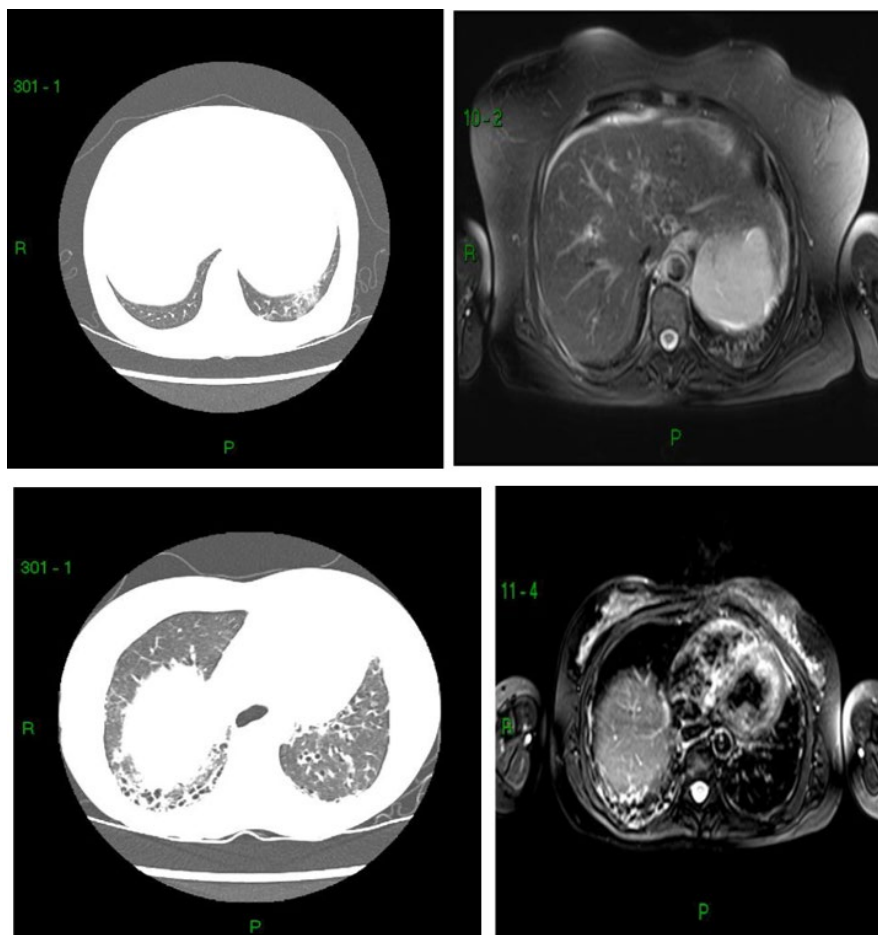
TCAR I; Fig. 4 RM pulmonar I; Fig. 5 TCAR II; Fig. 6 RM pulmonar II
